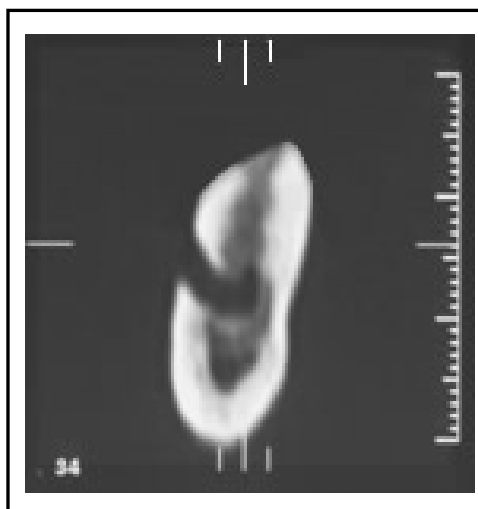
Imagem de um corte da tomografia computadorizada.
